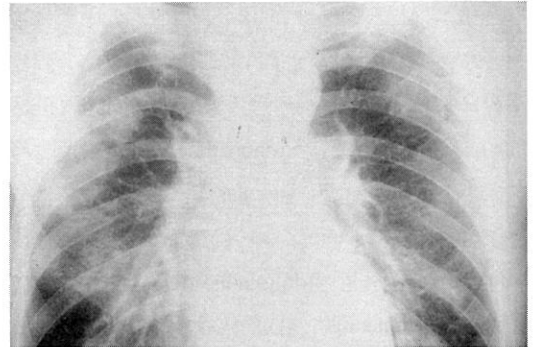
Chest radiograph of a patient with acute eosinophilic pneumonia shows the peripheral patchy, nonsegmental infiltrates on the right upper lung field.
